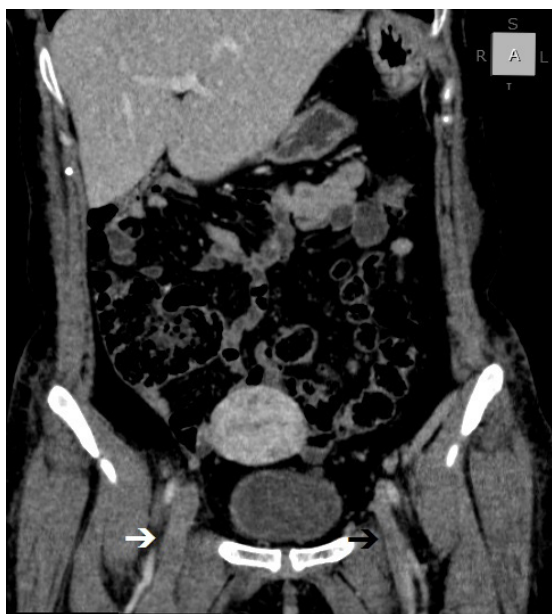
Angiotomografia venosa em corte coronal, evidenciando trombose venosa ilíaco-femoral direita (seta branca) e esquerda (seta preta).
